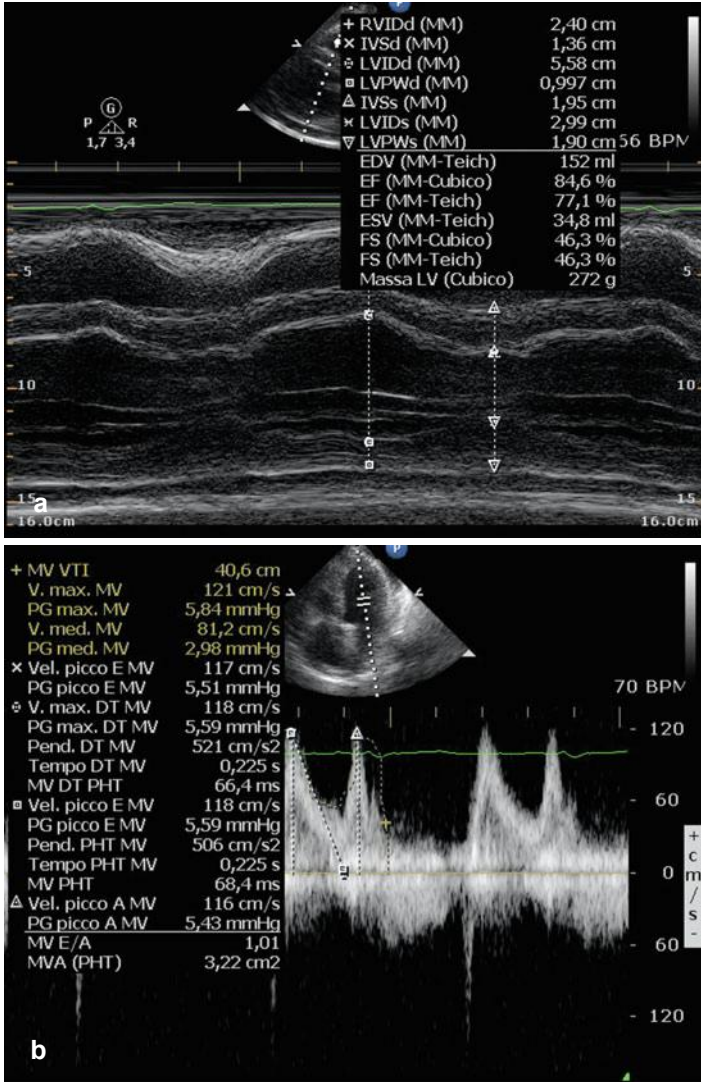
Echocardiogram at first visit: eccentric LV hypertrophy with high-normal chamber dimension (a), impaired LV relaxation at conventional (b) Doppler evaluations and normal ejection fraction. Normal dimension of aortic root. High-normal dimension of left atrium. Right ventricle with normal dimension and function. Mild pericardial effusion without haemodynamic effects. Mitral (+) and tricuspid (+) regurgitations at Doppler ultrasound examination
